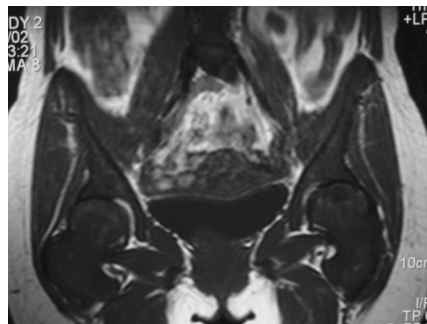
RM. SE T1 coronal de fémures. Patrón no homogéneo difuso (NHD) (a) observando algunas zonas de médula sin infiltración, con epífisis infiltradas (b) (NHM) moteado y (c) (NHR) reticular. Predominio de áreas no infiltradas.
